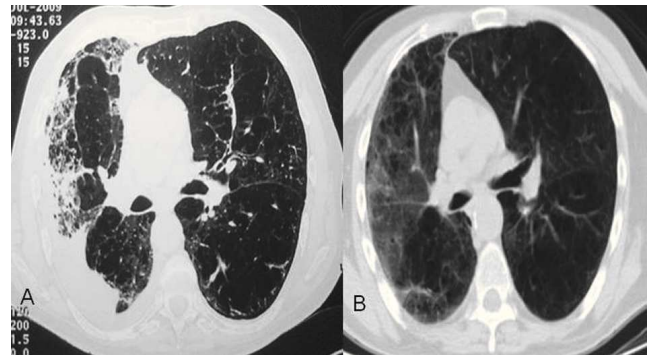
Tomografía axial computarizada de tórax: corte a nivel de bronquios principales. A) Signos de destrucción del parénquima pulmonar derecho, asociados a derrame pleural ipsilateral. B) Resolución casi completa de las lesiones en hemitórax derecho.
